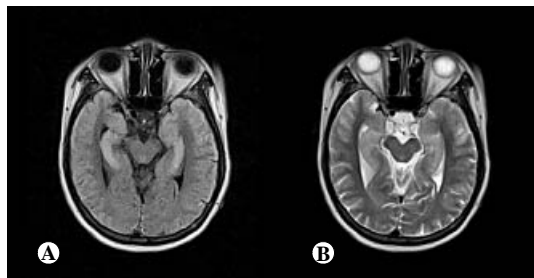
Initial brain MRI. The fluid attenuated inversion recovery imaging (A) and the T2-weighted imaging (B) show abnormal high signals at the bilateral hippocampus.
